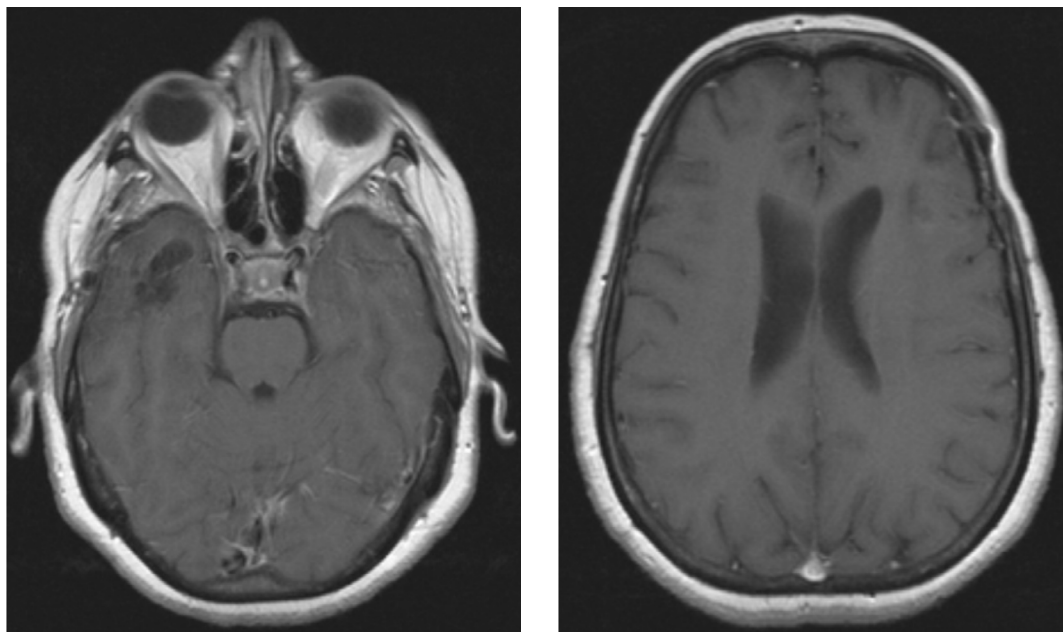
RM cerebral após cirurgia: áreas de encefalomalacia córtico-subcortical e alargamento dos espaços de circulação de liquor, a traduzir sequelas dos abscessos previamente diagnosticados
